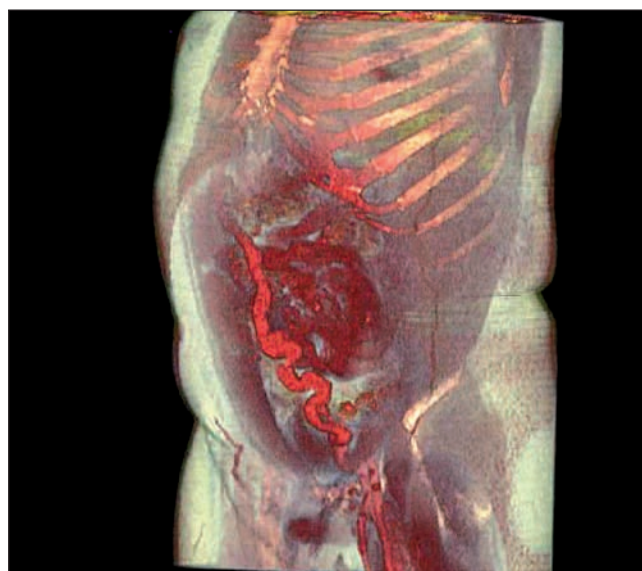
Shunt* porto-femoral (TC portal tridimensional, proyección oblicua).
